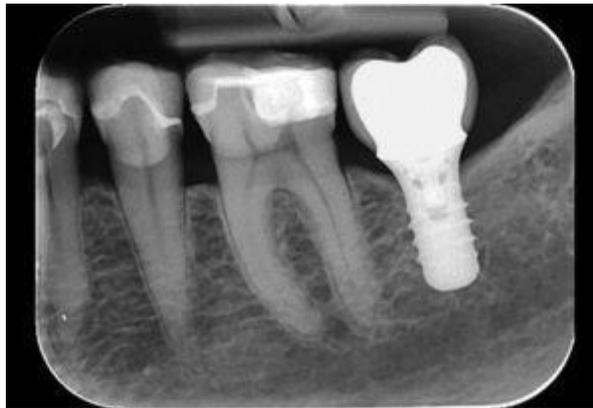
Radiografía digital periapical con placa fotoestimulable (9) (p.111)
